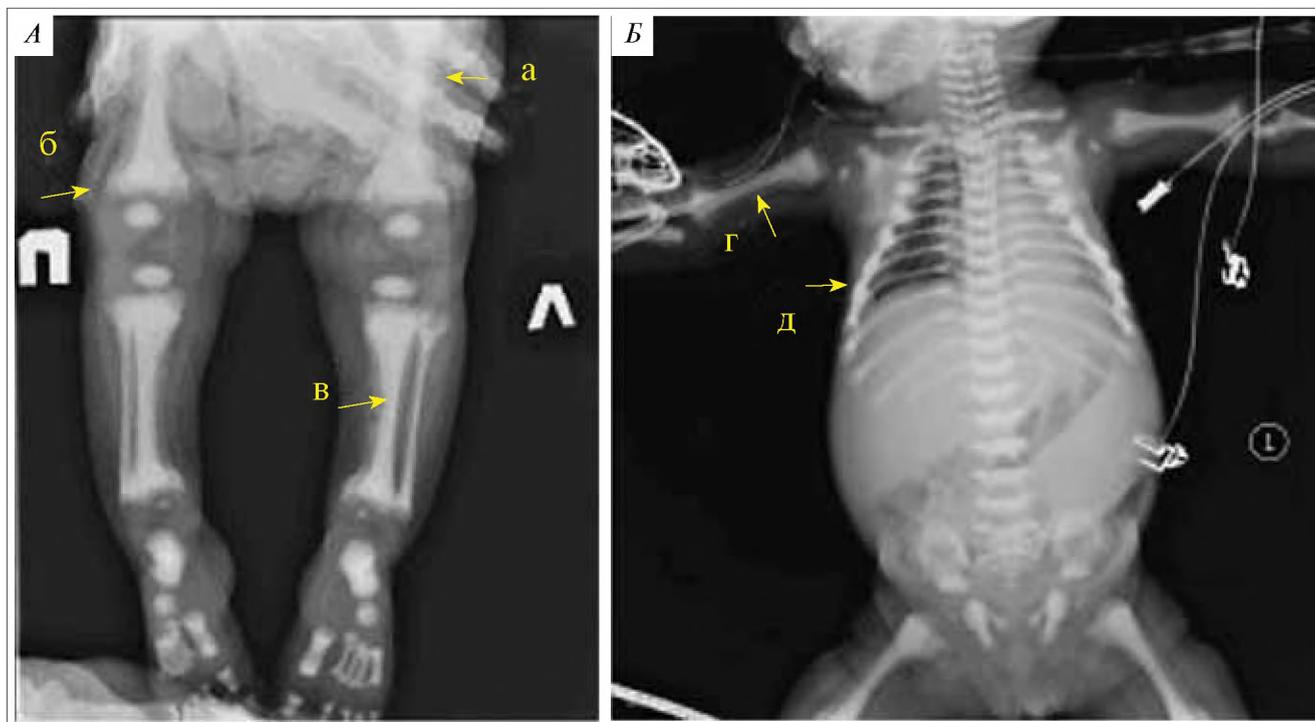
Рентгенограмма нижних конечностей (А) и обзорная рентгенограмма (Б) ребенка 10 месяцев с диагнозом аутосомно-рецессивный остеопетроз, инфантильная (злокачественная) форма. Тотальное поражение костных структур, увеличение плотности, признак «кость внутри кости» в трубчатых костях (собственные данные): а – повышение рентгено-плотности костей (см. разницу с рукой взрослого); б – отсутствие визуализации трабекулярной структуры губчатого вещества; в – отсутствие костномозгового канала в длинных трубчатых костях; г – патогномоничный симптомокомплекс «кость внутри кости»; д – ранняя оссификация
